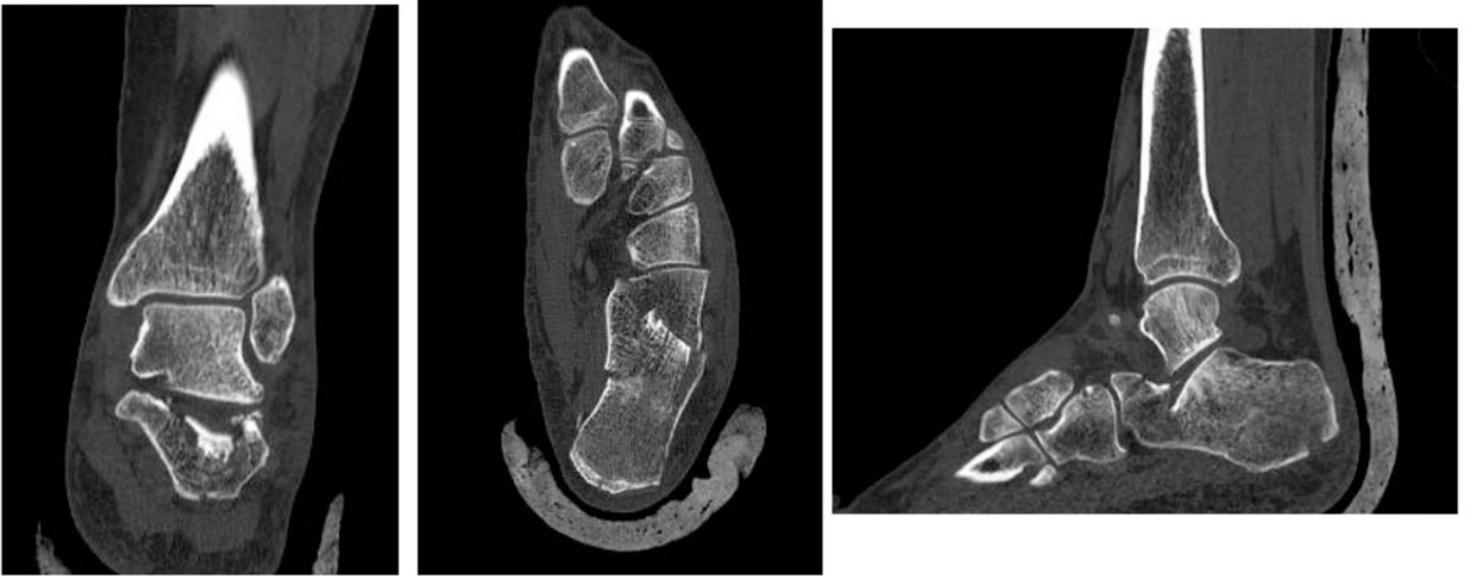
TC de fractura de calcáneo izquierdo conminuta Sanders tipo IV.
